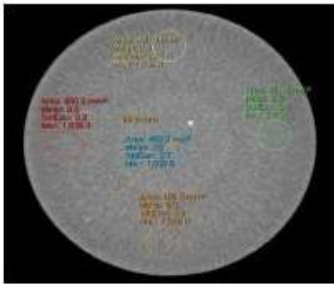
Module 3 in ACR axial brain protocol showing that the CT numbers in left, right, top, bottom and center are not exceeded the tolerance value as the same time they are nearly the same values and BBs distance = 99.9 mm, but there are ring artifacts.
